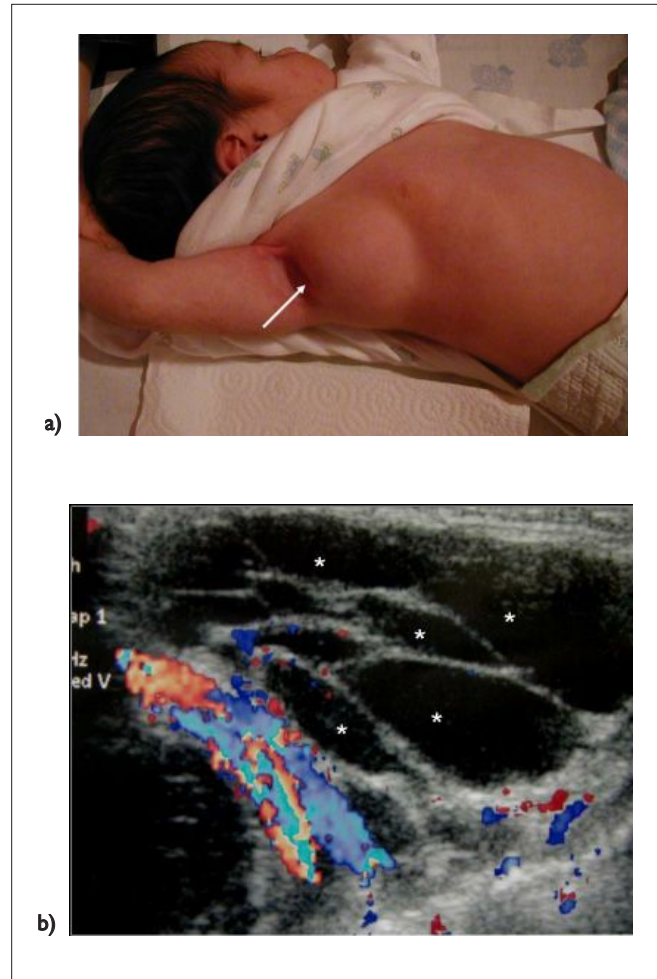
Malformación vascular linfática (linfangioma) de la región axilar en un niño de un año y tres meses de edad. a) Aspecto clínico de la lesión. b) La US Doppler-color muestra una lesión con múltiples espacios quísticos separados por tabiques finos,* que compromete fundamentalmente la región de la hipodermis, lateral a los vasos axilares. Hay escaso flujo vascular en algunos de los tabiques.
